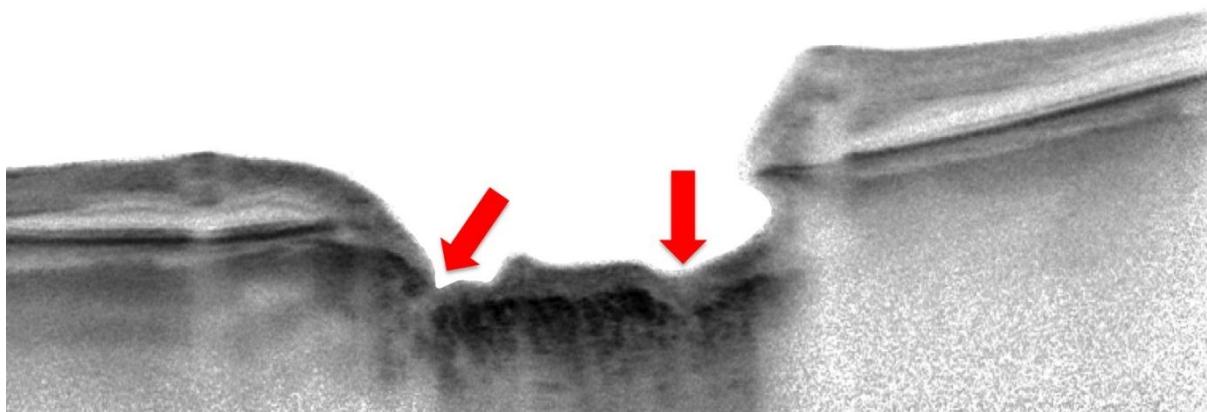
Diferenciação entre o tecido pré-laminar e a lâmina crivosa. A, D, G e J são fotografias da CNO de 4 pacientes diferentes. B, E, H e K são imagens de tomografia de coerência óptica utilizando o modo de aquisição *Enhanced Depth Imaging* (EDI OCT). C, F, I e L são, respectivamente, as mesmas imagens de EDI OCT em B, E, H e K, delineando a transição entre o tecido pré-laminar e a lâmina crivosa, também chamada de superfície laminar anterior.
